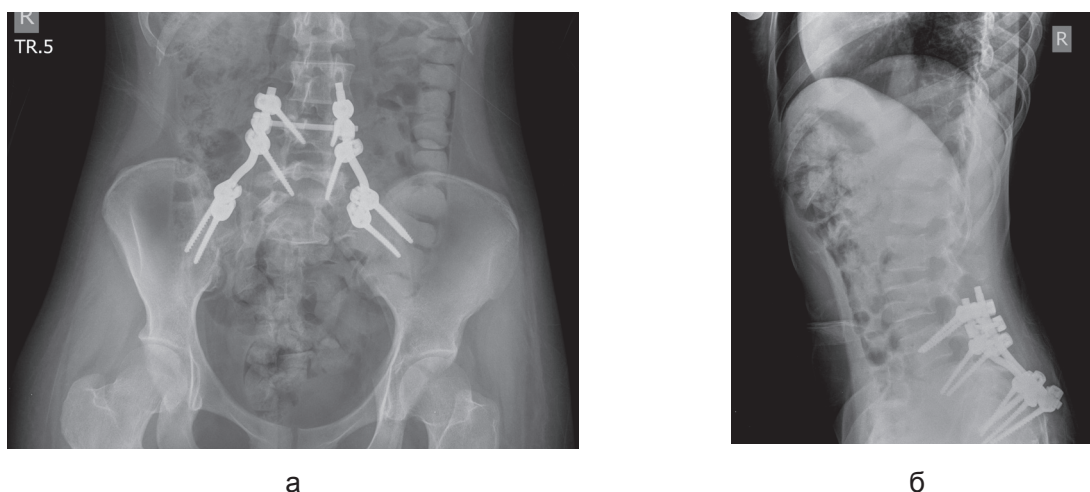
Рентгенограммы после операции: а - обзорная рентгенограмма таза; б - боковая рентгенограмма крестца
